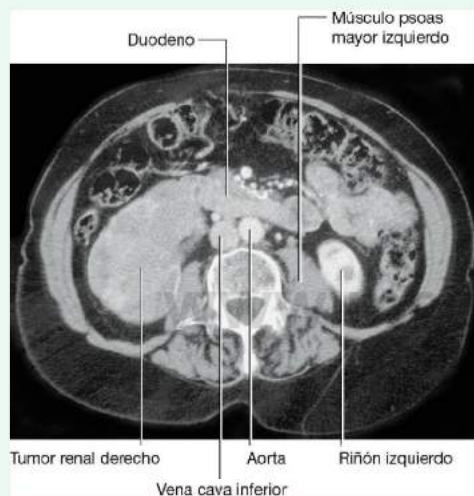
Tumor en riñón derecho, que crece hacia el duodeno y posiblemente lo invade. Tomografía computarizada en plano axial.
